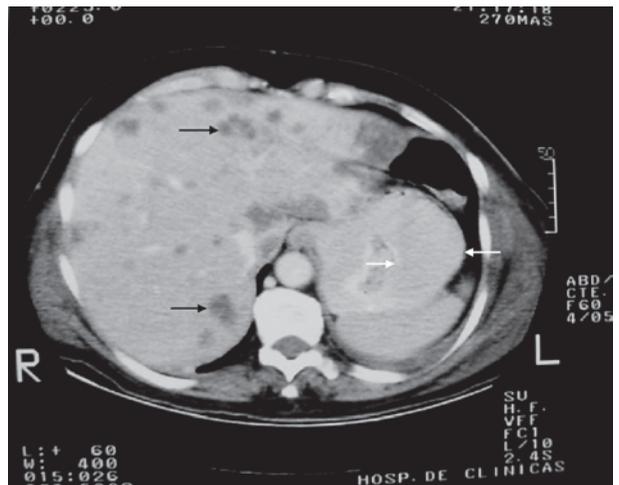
Tomografía computada abdominal de la paciente N° 2. Se destaca el engrosamiento difuso de la pared gástrica (flechas blancas) y las imágenes nodulares hipodensas múltiples en hígado (flechas negras) sugestivos de neoplasia gástrica avanzada
